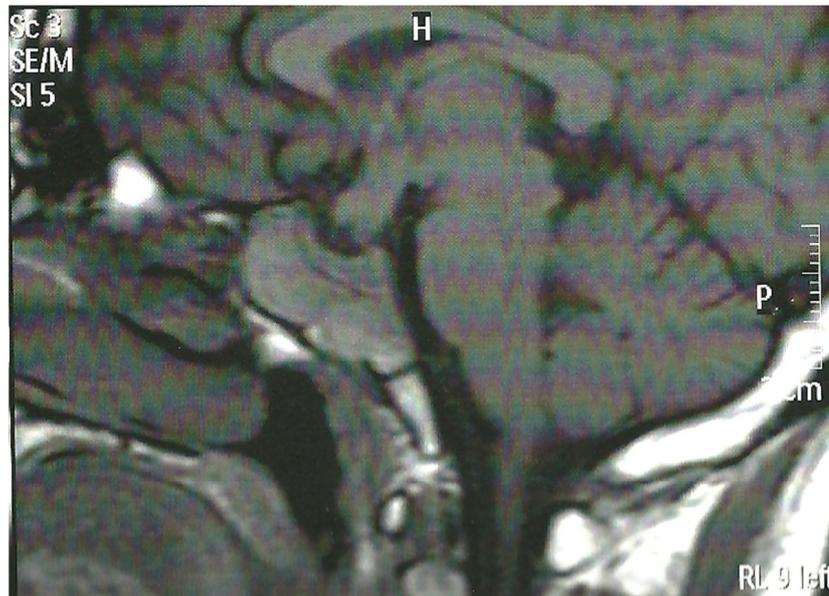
Imagem de Ressonância Magnética evidenciando remissão da massa tumoral
